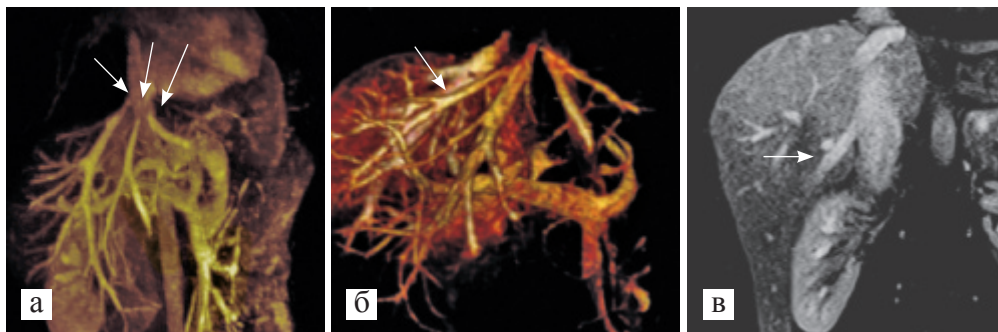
Варианты впадения собственных вен печени, по данным МРТ: а) три основных ствола вен печени, впадающих в НПВ; б) добавочная вена VIII сегмента; в) добавочная вена VI сегмента
